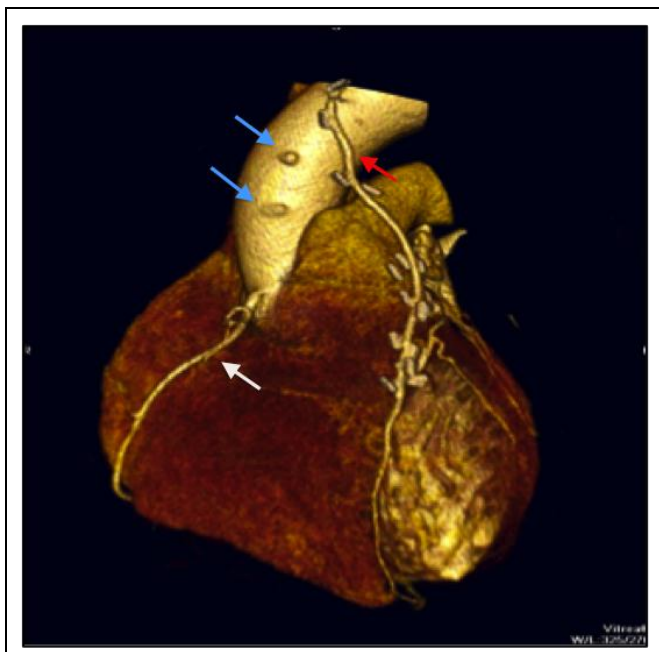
КТ-шунтография. Объемный рендеринг.
